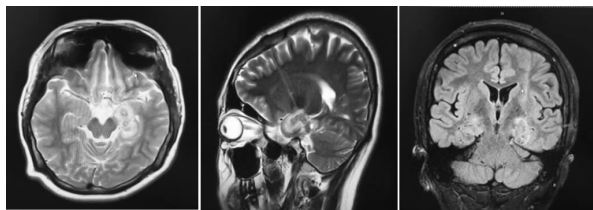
左侧海马杏仁复合体交叉毁损术后 MRI 复查
